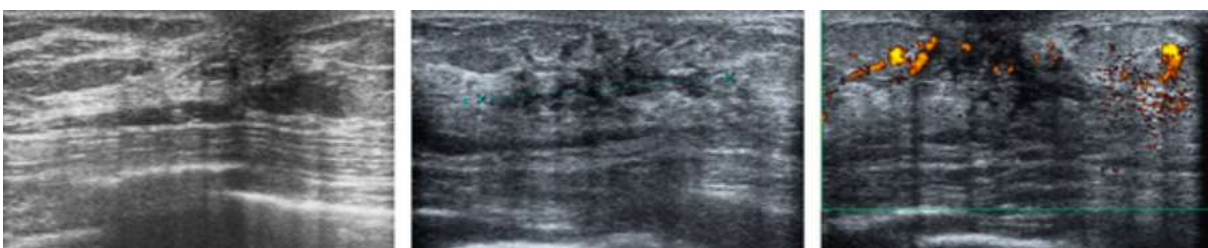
Échographie mammaire : plage discrètement hypoéchogène sur la région centrale du sein gauche, sans nodule individualisable, aspect en faveur d'une gynécomastie gauche.
